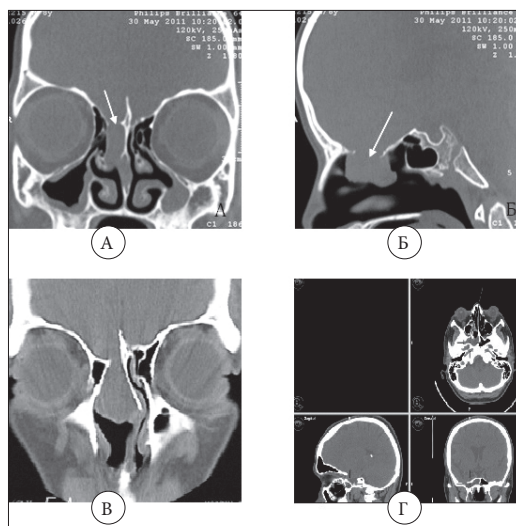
КТ: А – фронтальная, Б – сагиттальная проекция. Больших размеров менингоэнцефалоцеле в области правой половины ситовидной пластинки (показано стрелкой). В – КТ, фронтальная проекция. Правая половина носа. Больших размеров дефект в крыше решетчатых пазух и ситовидной пластинки с формированием огромного менингоэнцефалоцеле. Г – КТ-навигация в трех координатах. Менингоэнцефалоцеле в области глубокого латерального кармана правой клиновидной пазухи
